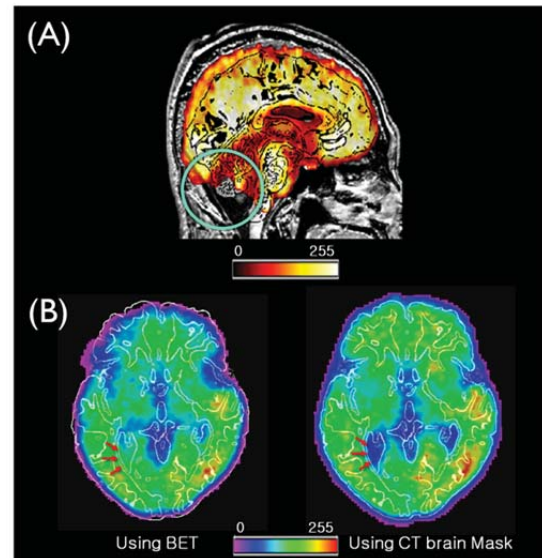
(a) [11C]PIB-PET에서 기존의 BET방법을 사용할 때의 문제점 (b) 기존의 BET방법을 사용한 경우의 영상결합 결과(좌)와 CT로부터 정의한 뇌 마스크를 이용한 뇌 마스크 방법을 사용한 경우의 영상결합 결과(우)
